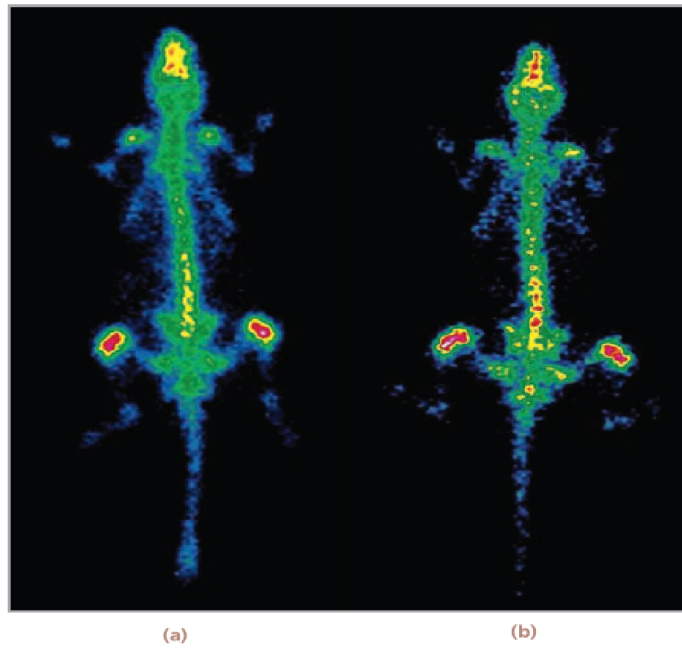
Imágenes obtenidas por SPECT de ^{177}Lu -EDTMP en ratas Wistar a (a) 1 d y (b) 7 d p.i.
